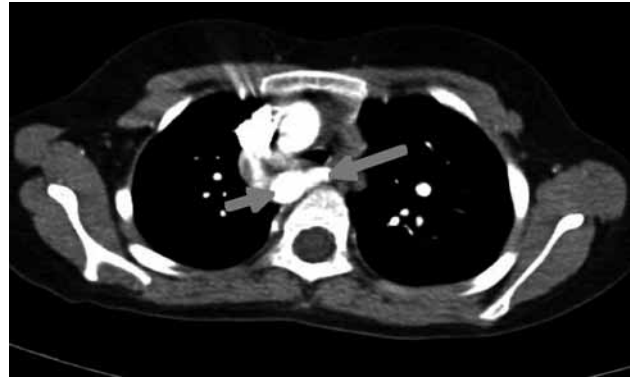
TAC helicoidal con contraste: se objetiva un arco aórtico en el lado derecho (flecha izquierda) con la desembocadura de la ASIA originada a partir de una dilatación aneurismática, el DK (flecha derecha).
